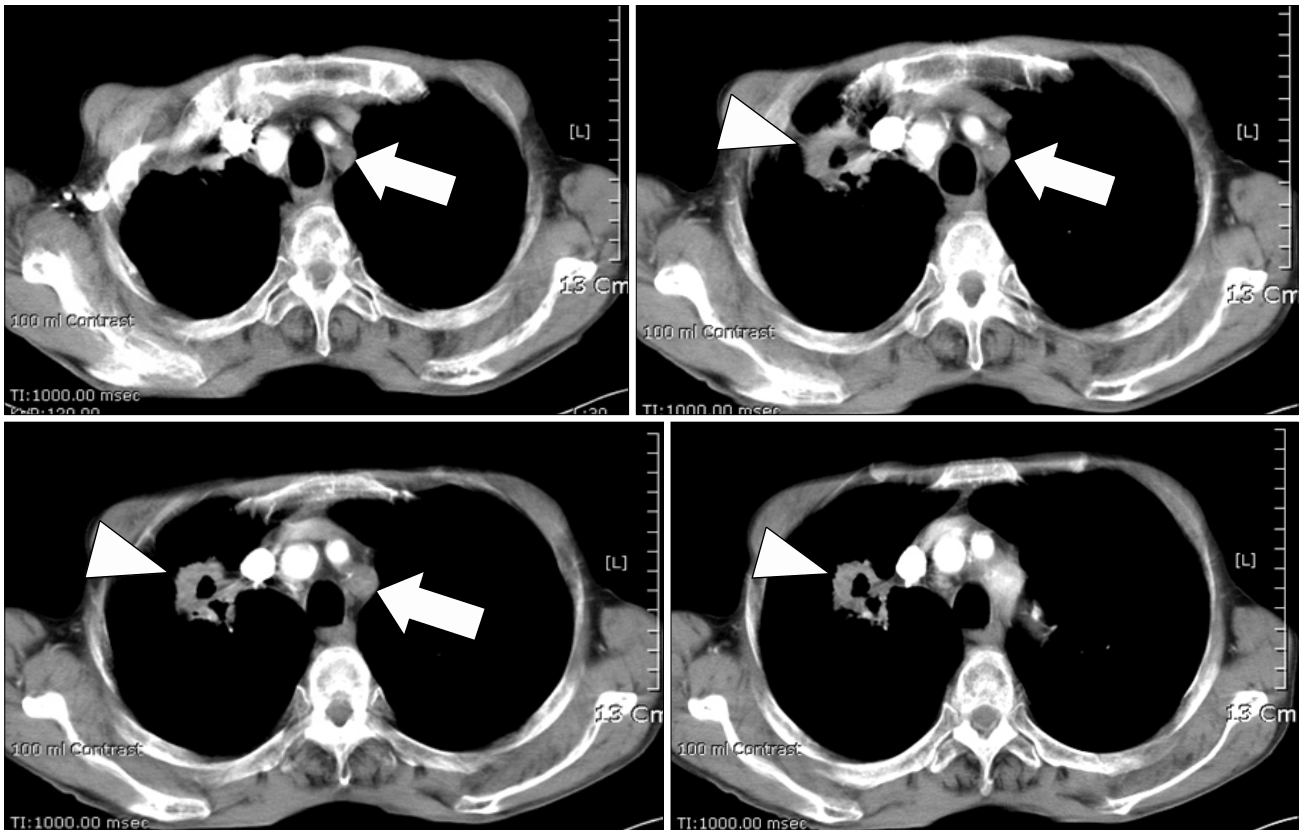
CT - Chest. About 4 cm sized mass with central cavitation in RUL (arrow heads). Slightly enlarged lymph nodes are shown in the right lower paratracheal area. About 3 cm length, short, segmental luminal obstruction was found at the proximal left subclavian artery (arrows).
